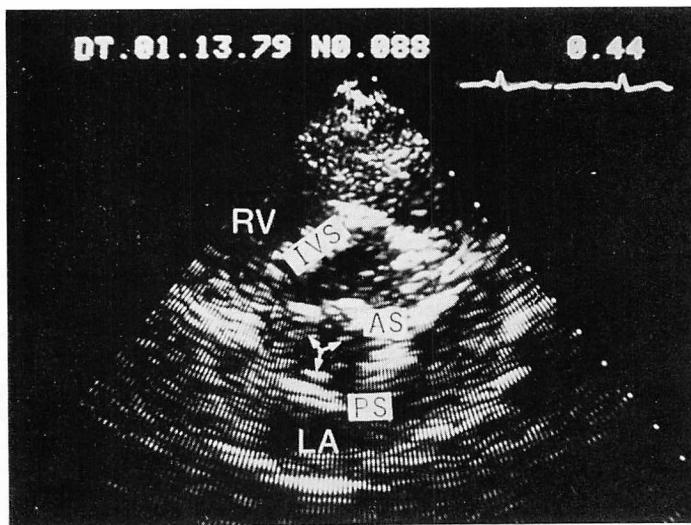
Cross-sectional (short axis) echocardiogram recorded during diastole from the same patient shown in Fig. 3.
